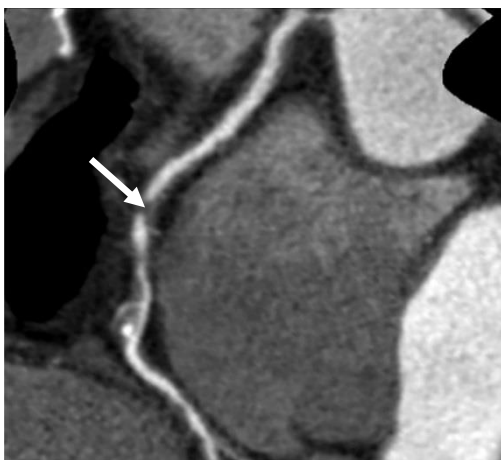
МСКТ. Фрагмент 3-D реконструкции. Окклюзия правой коронарной артерии [5]
